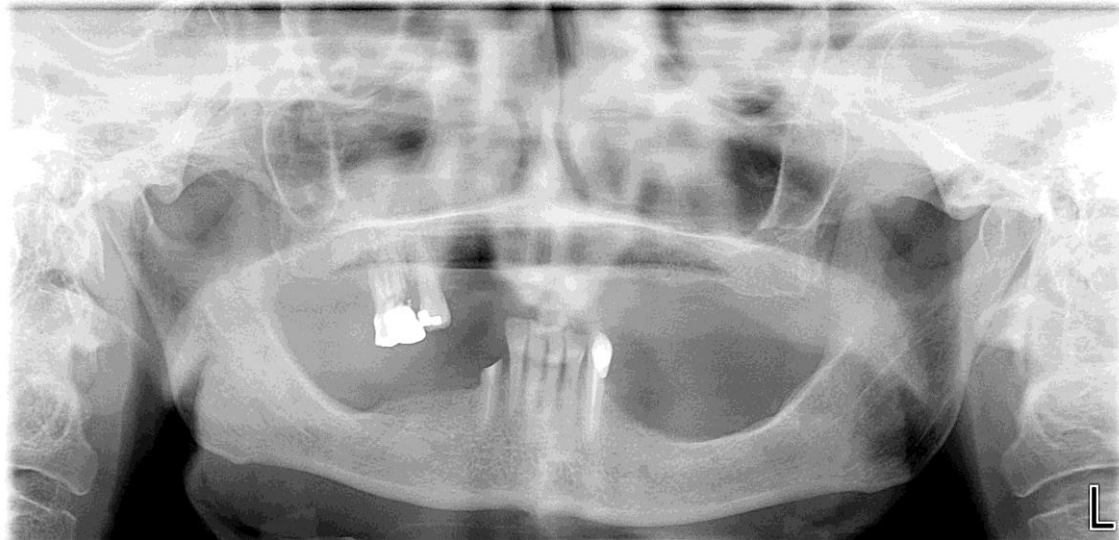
Figura n.º 10: Ortopantomografia da paciente
